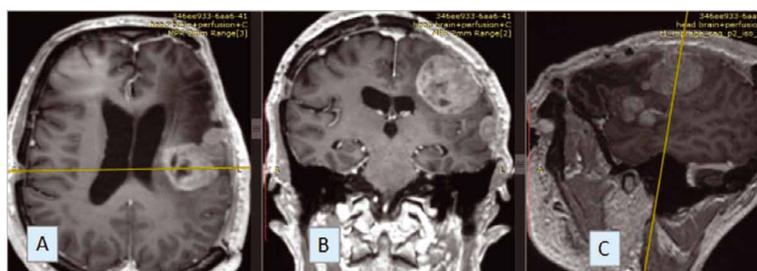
МРТ головного мозга пациента П., 49 лет, в режиме T1-mprage с внутривенным контрастированием в аксиальной (А), коронарной (В) и сагитальной (С) проекциях. Визуализируется многоузловая конвексальная менингиома с четкими, ровными контурами, все узлы четко отграничены от ткани головного мозга (Grade II).
